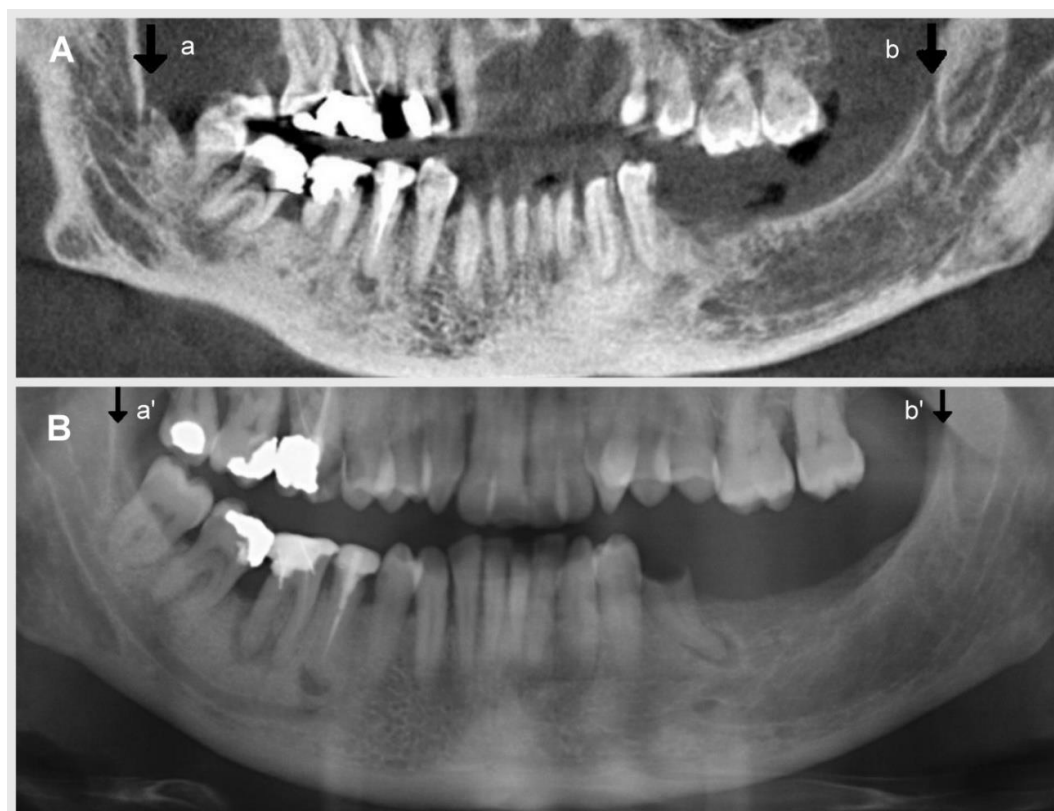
(A) Canales mandibulares (CMs) bífidos retromolares derecho e izquierdo (a,b) en una reconstrucción para-panorámica de tomografía computarizada de haz cónico. (B) Los CMs bífidos retromolares bilaterales (a,b) son también identificados mediante la ortopantomografía (a',b').
